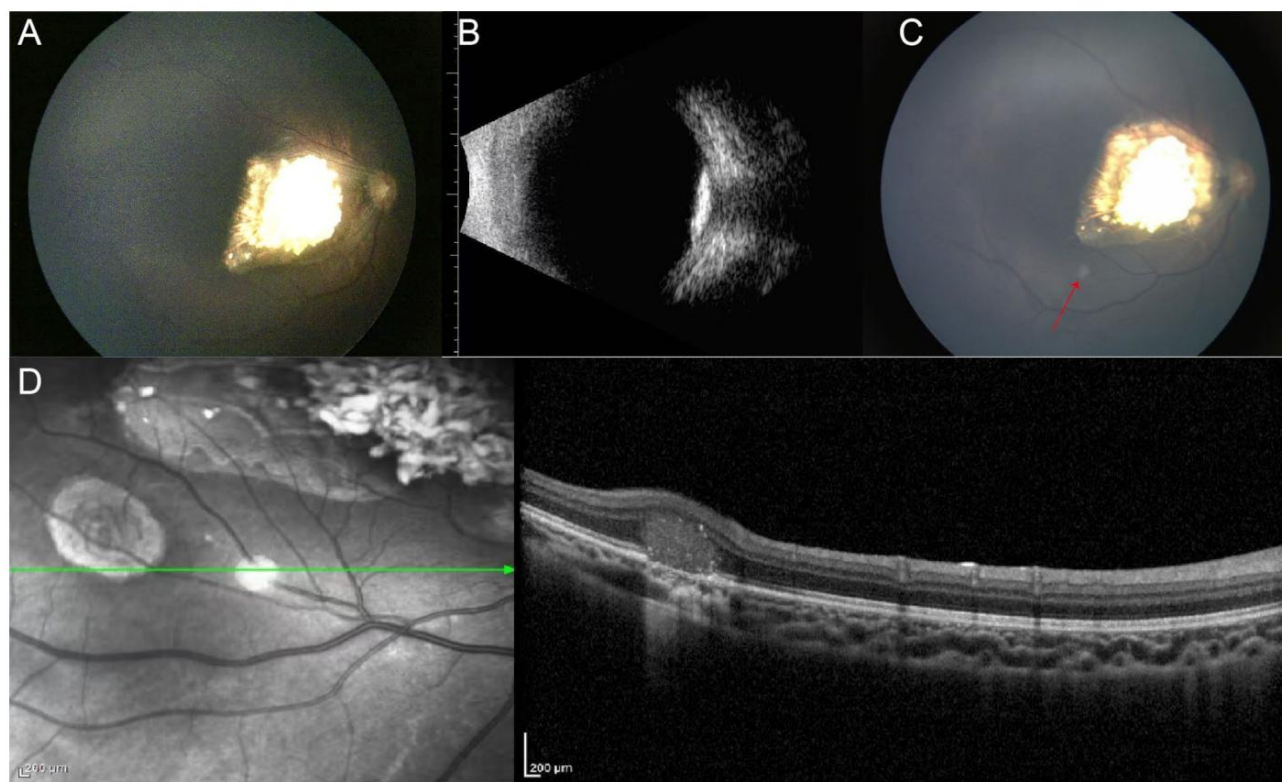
Manifestaciones oculares causadas por la mutación del gen RB1. (A) Diagnóstico inicial de un tumor estable en un niño con RB. (B) La ecografía B-scan muestra una sombra de alta densidad adyacente a la pared posterior del globo ocular. (C) Cuatro meses después, apareció un nuevo patrón tumoral en la porción infratemporal de la lesión primaria (flecha roja). (D) La OCT muestra el estado de las capas interretinianas correspondiente a la nueva masa tumoral de C, con límites poco claros y reflectividad media-baja.
